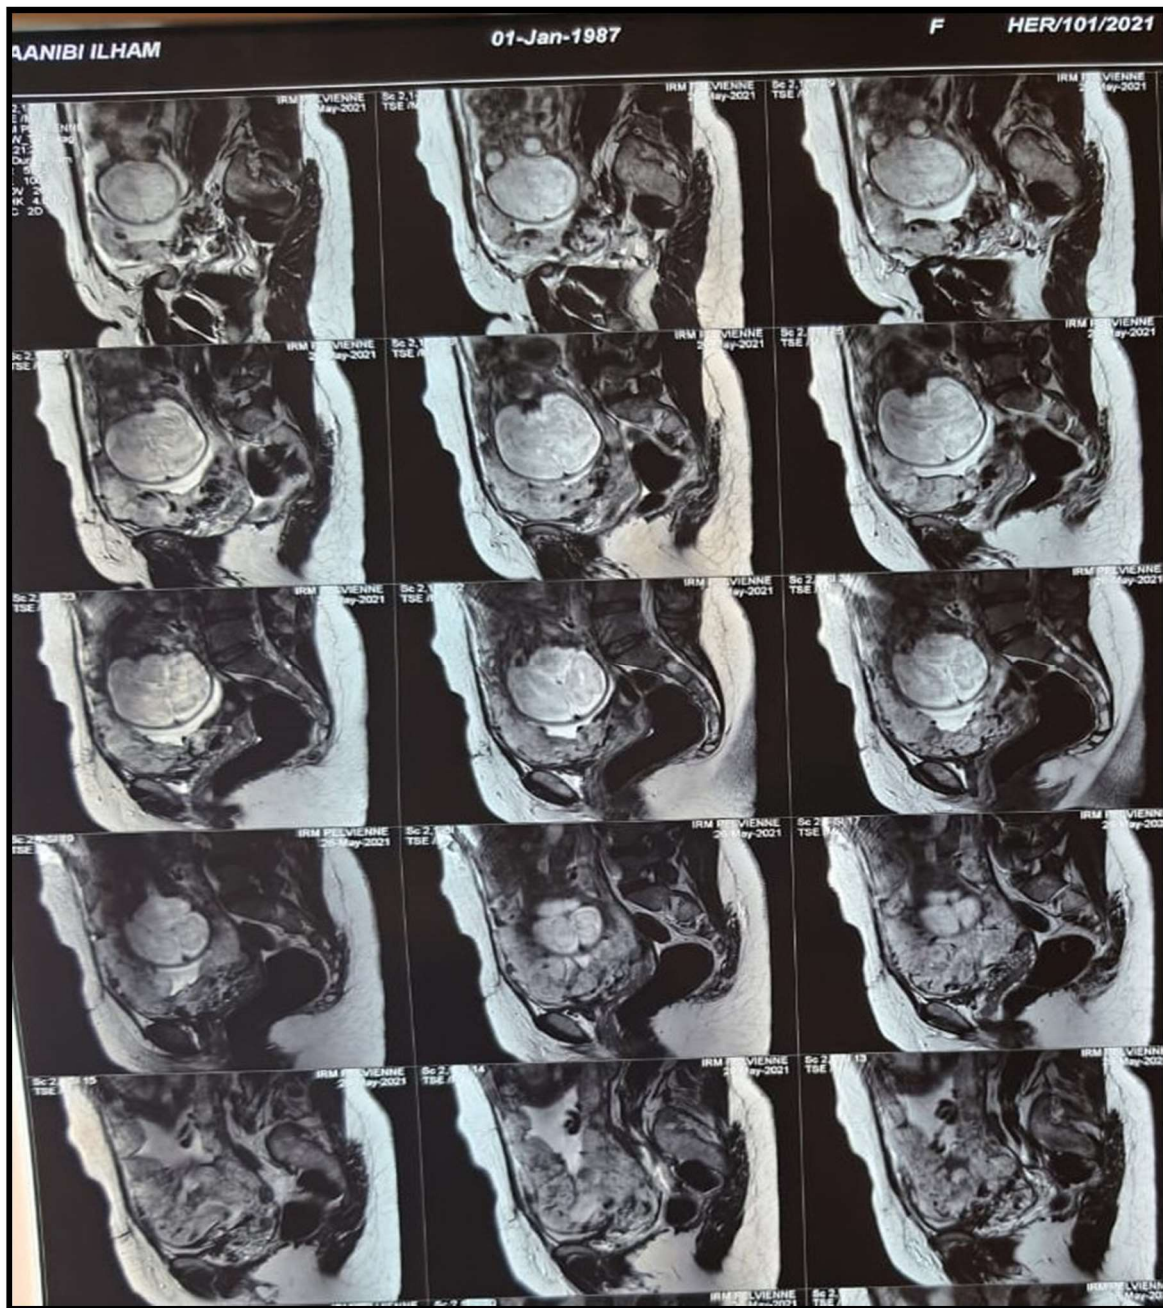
Images d'IRM placentaire montrant un aspect inhomogène du placenta, en faveur de placenta percreta
